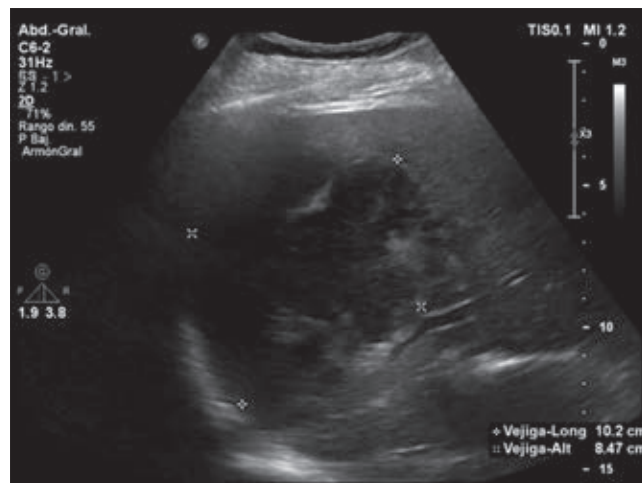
Ecografía en plano transversal que muestra, en segmentos VII y VIII, colección heterogénea de predominio anecoico con imágenes ecogénicas lineales en su interior.
